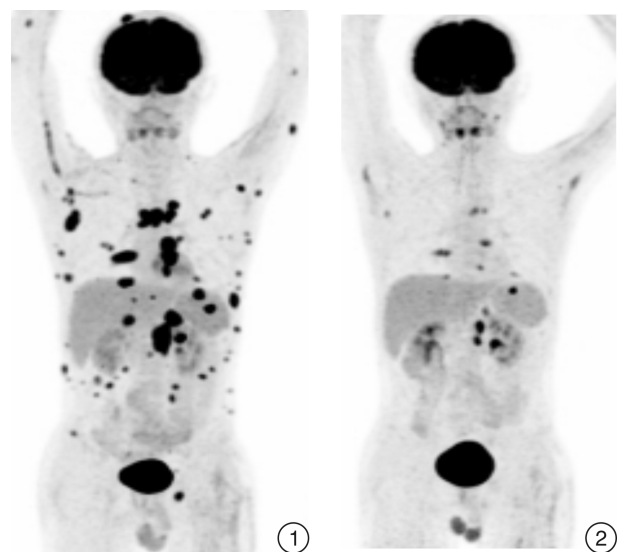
例 1 患者行塞利尼索+GDP 方案用药前全身 PET-CT 影像表现, 可见淋巴瘤多系统累及 图 2 例 1 患者行塞利尼索+GDP 方案用药后全身 PET-CT 影像表现, 对比治疗前病灶均明显缩小, FDG 代谢减低, 疗效评估部分缓解
